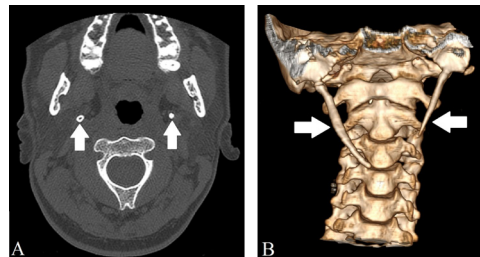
CT scan in the axial view in A and with 3D reconstruction in B demonstrating prolongation of the styloid process and ossification of the stylohyoid ligaments bilaterally (white arrows).
